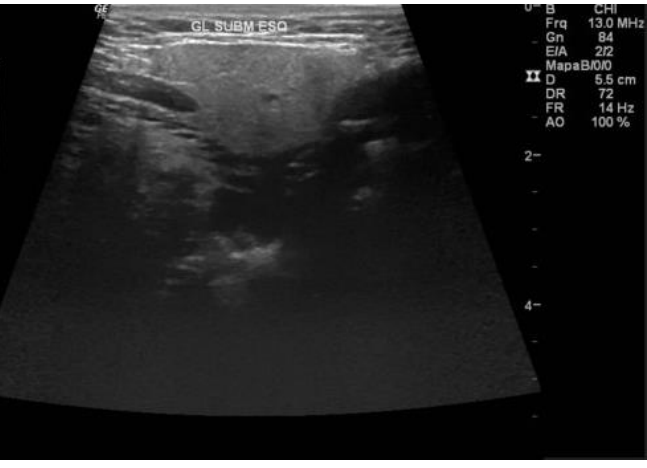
Ultrassonografia das glândulas salivares maiores (GSM) do P1 DMHB
